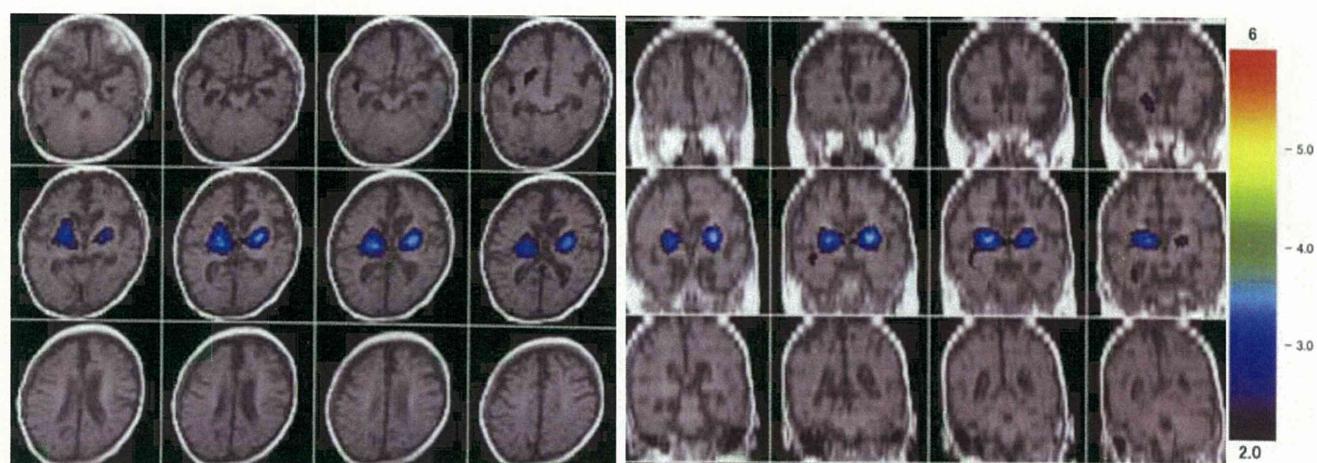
不随意運動時の SISCOM 解析（発作時 SPECT と発作間欠時 SPECT の差分表示）：軸断像(左) と 冠状断像(右)のスケールバーは標準偏差
